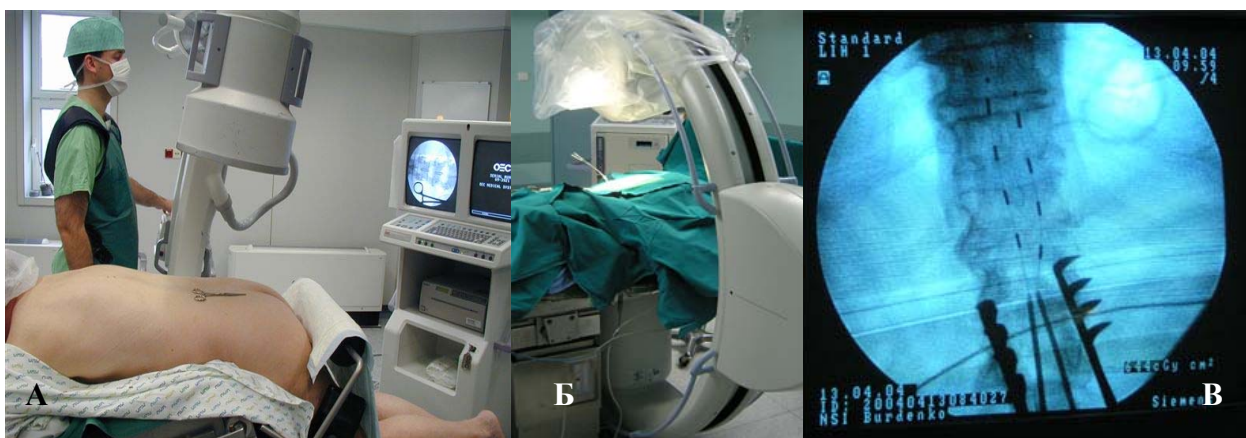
Интраоперационная рентгеноскопия.
